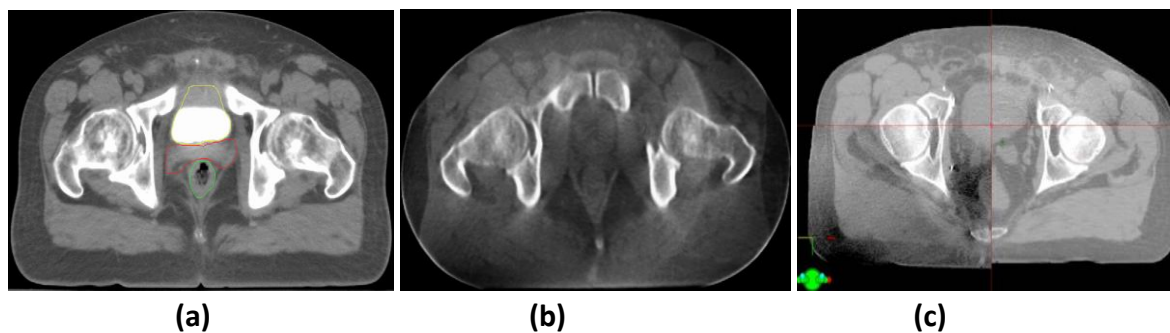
(a) Scanographe de la planification du traitement (CT référence) obtenu avant le début de la radiothérapie, (b) Tomographe à faisceau conique obtenu sur la table du traitement, immédiatement avant le début de séance du traitement en radiothérapie, (c) Recalage en off-line d'images CT et CBCT.
